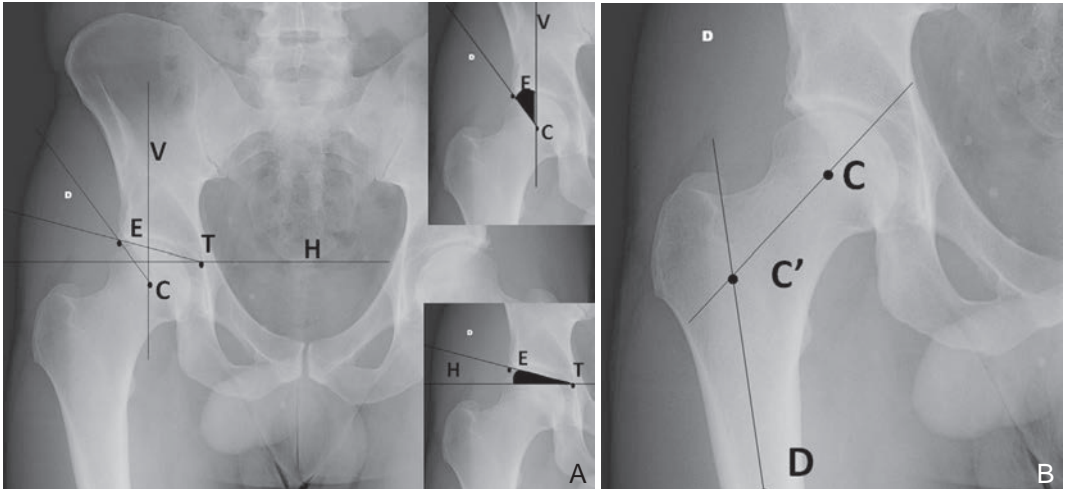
Radiographies de hanche de face et ses mesures coxométriques.
